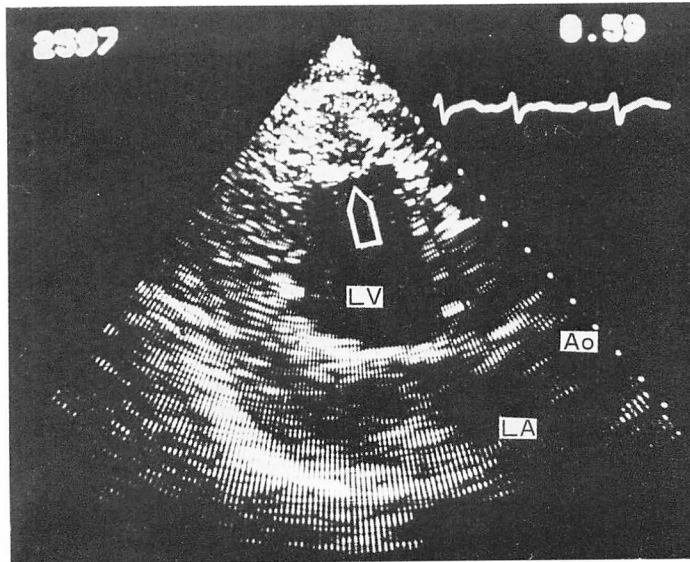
Cross-sectional echocardiogram from Case 3.
